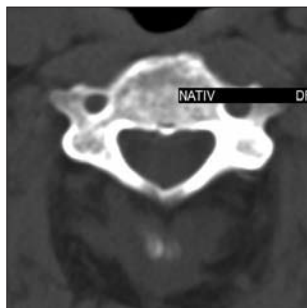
Axial CT image shows the spinal canal before the operation the miniplate at the level of C III
